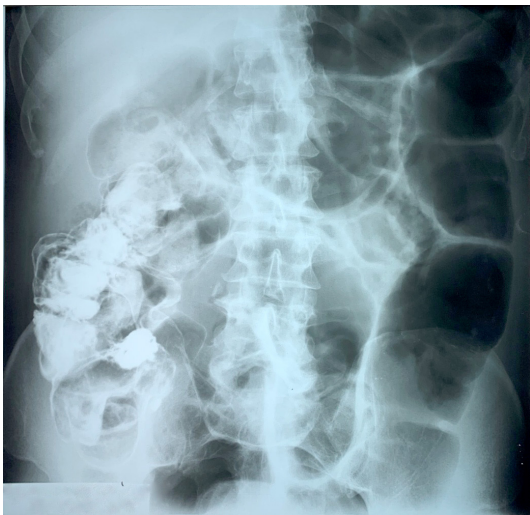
Рентгенограма органів черевної порожнини (пасаж барію через 18 год).
